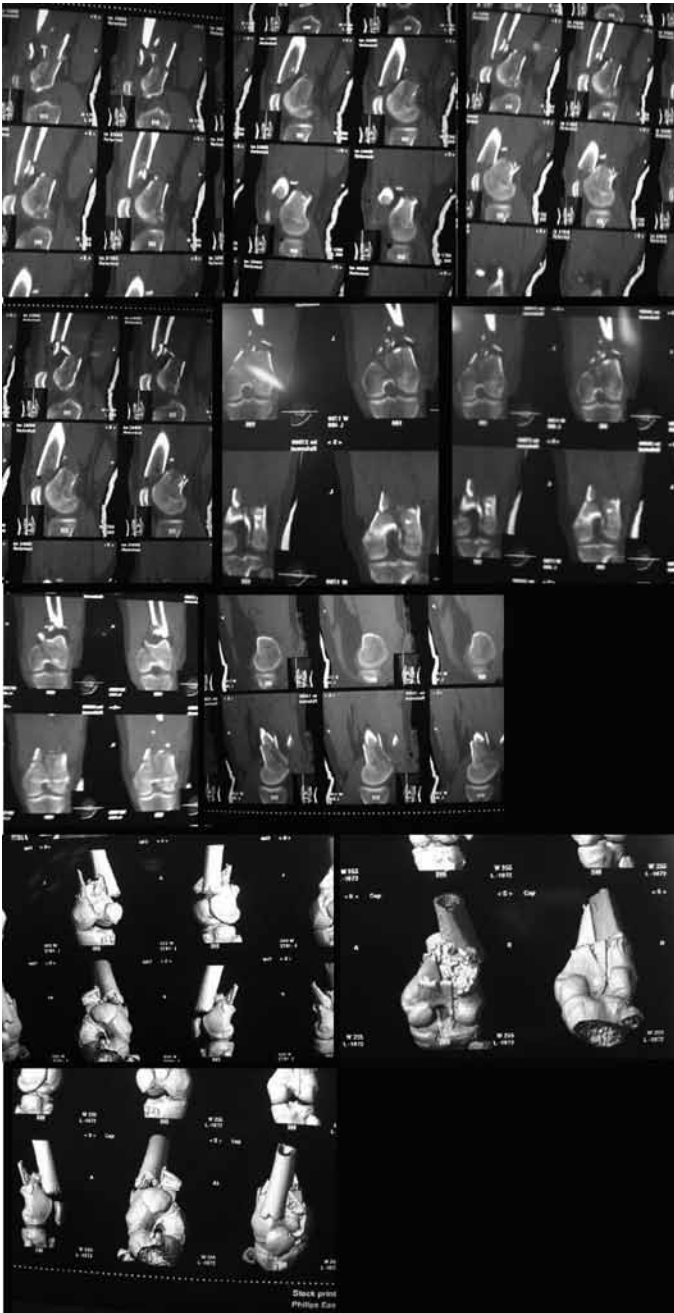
Tomografia pré-operatória.
